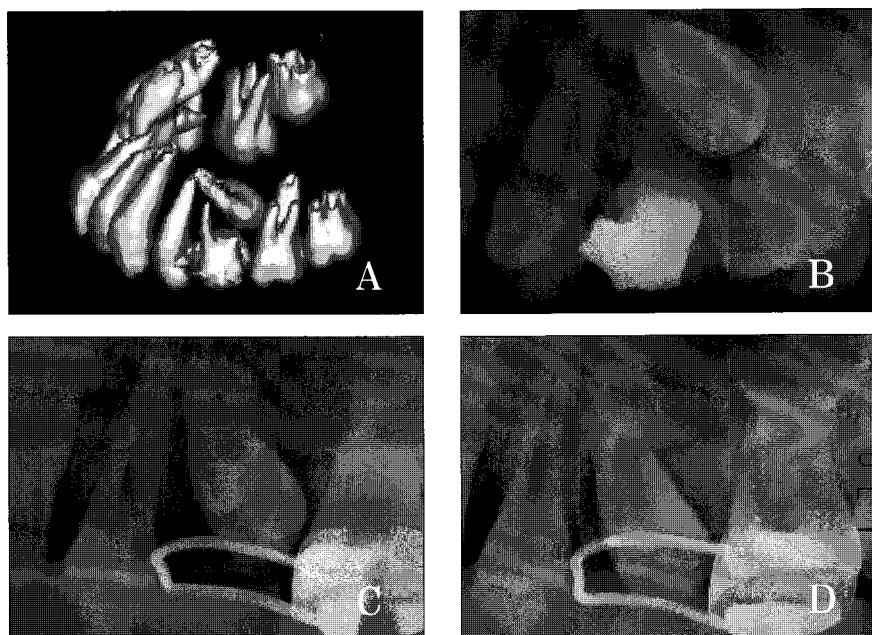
A. Initial 3D-CT view.
